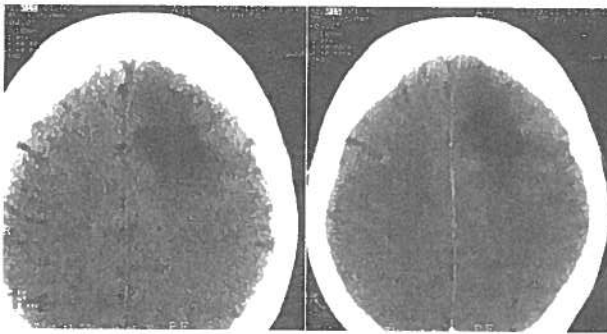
Caso de lesão frontal esquerda, com pequenos focos periféricos de captação (cortes axiais em TAC, antes e após administração de produto de contraste)
